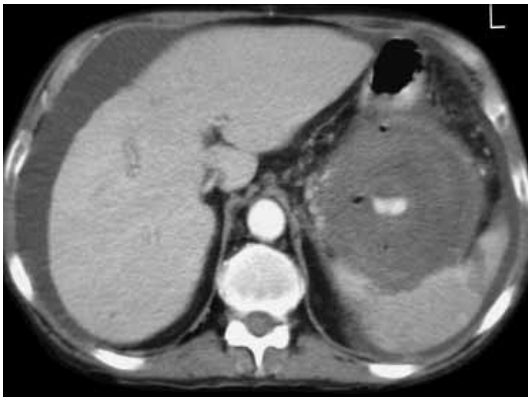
Острое кровотечение в псевдокисту. При КТ с контрастным усилением наблюдается экстрavasация контрастного вещества в псевдокисту, указывающая на наличие эрозии селезеночной артерии. В дальнейшем произведена эндоваскулярная окклюзия селезеночной артерии спиралью.
